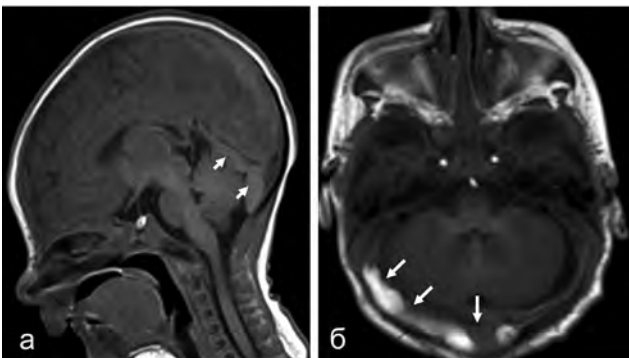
МРТ головного мозку 2-х пацієнтів з ТБА. Субдуральні гематоми субтенторіальної локалізації: а — сагітальні Т1-ВІ зображення головного мозку новонародженого в віці 5 днів; б — аксіальні Т1-ВІ новонародженого в віці 3 днів
